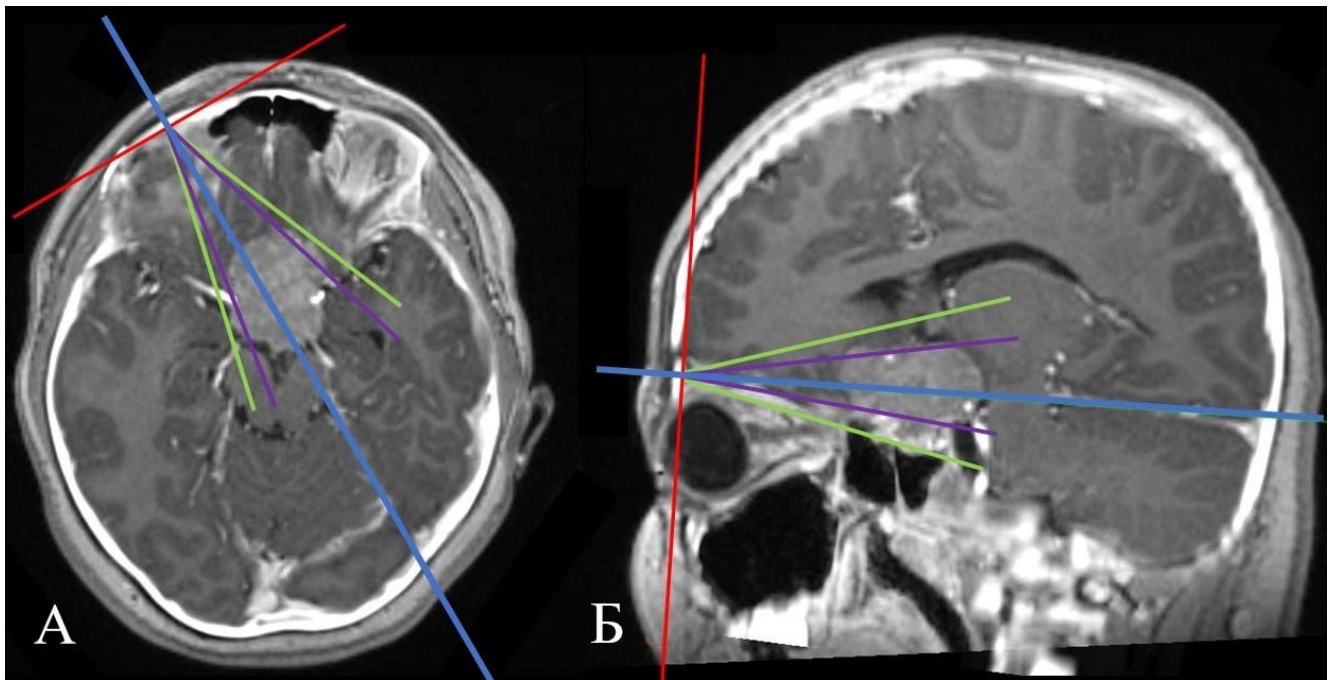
Построение искомым смещенных плоскостей по данным исходной МРТ. Синяя ось А – центральная ось краниотомии, а ее плоскость обозначена красной линией. Фиолетовые линии – границы области визуализации микроскопом, зеленые – области эндоскопической визуализации.
